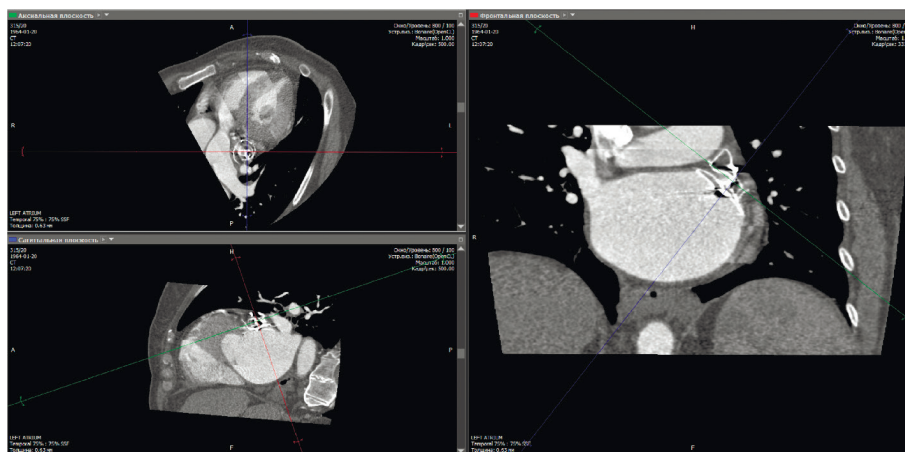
Компьютерная томография с контрастированием левого предсердия с отсутствием заполнения ушка левого предсердия через 3 месяца после имплантации устройства.
